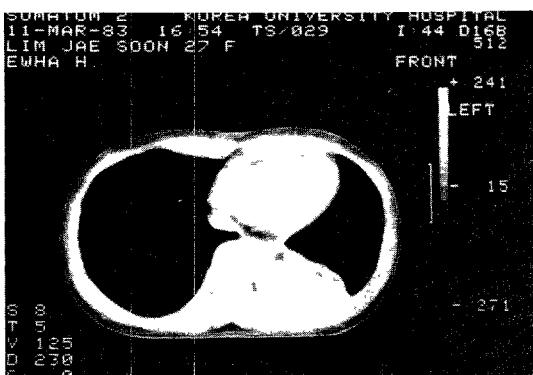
Preoperative Chest Computed Tomogram.
